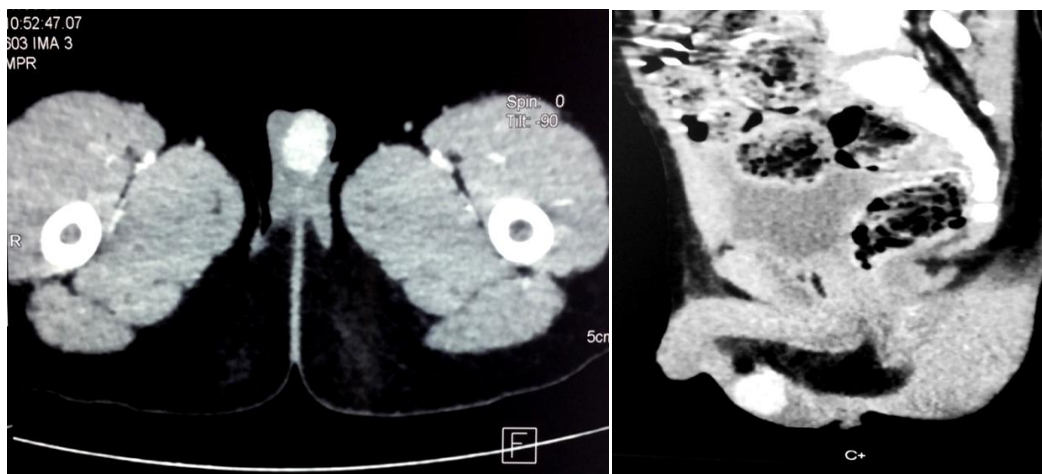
TDM abdomino-pelviennne en coupe axiale (à gauche) et reconstruction sagittale (à droite), après injection de produit de contraste iodé au temps portal. Nodule intrascotal paratesticulaire gauche, bien limité, avec prise de contraste intense après injection.
